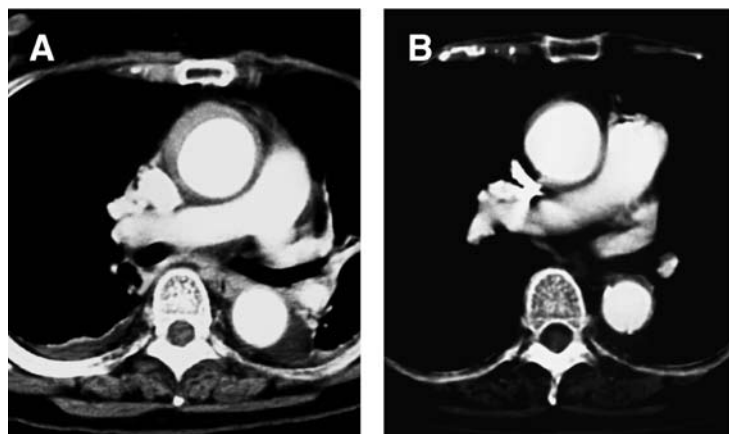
One example of the regression of hematoma in a patient with type A aortic dissection with closed and thrombosed false lumen (AD with CTFL). Initial CT scan showed characteristic crescent thrombosed false lumen in both the ascending and descending aorta (A). Eight months later, a follow-up study showed complete resolution of thrombosed false lumen in both the ascending and descending aorta (B).
